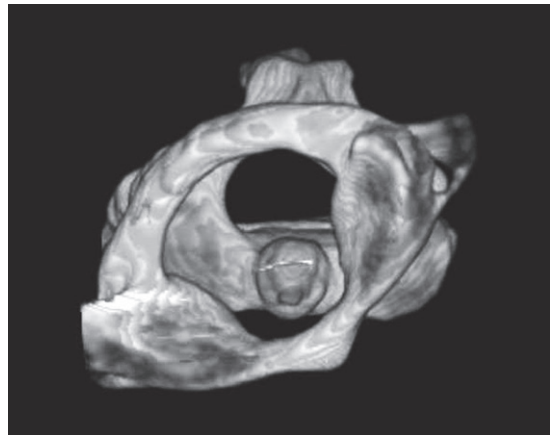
初診時の頸椎頭尾方向三次元再構築 CT 画像
